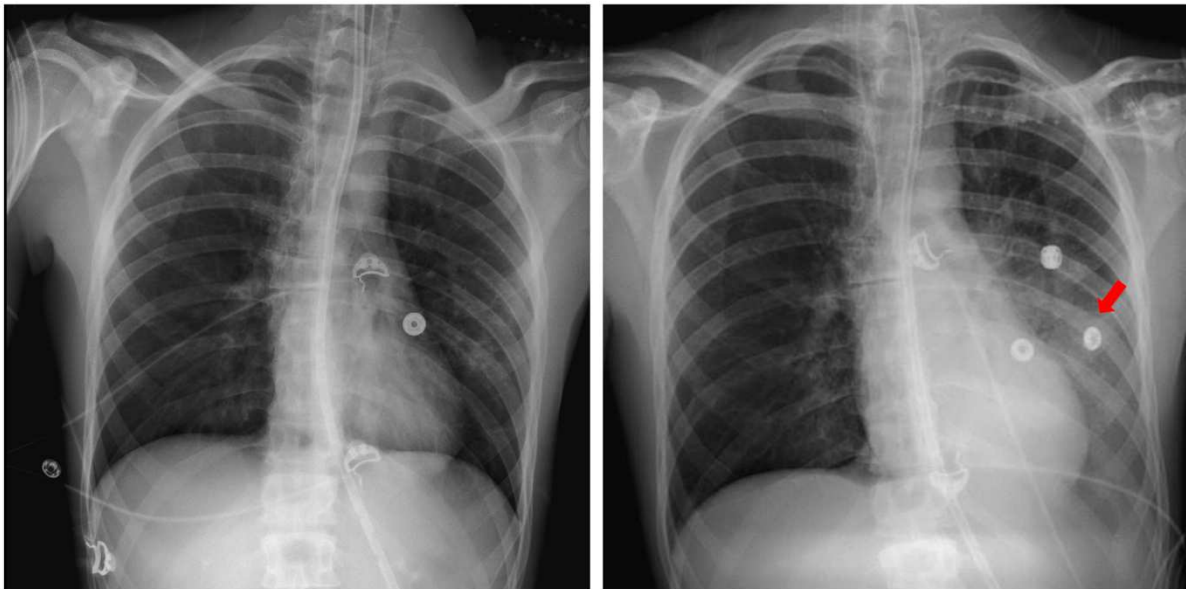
Exemple de deux radiographies pulmonaires d'un même patient à l'admission (à gauche) et au moment du diagnostic de PAVM (à droite).
